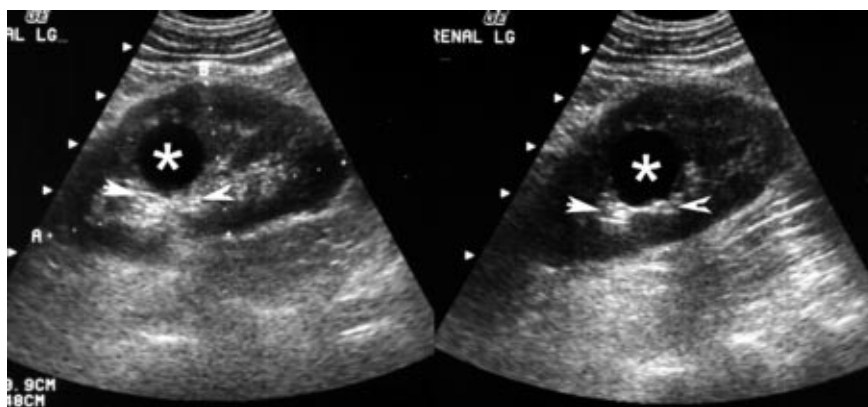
Ecografia de quisto renal simples no rim direito * área anecóica e oval ► reforço posterior
